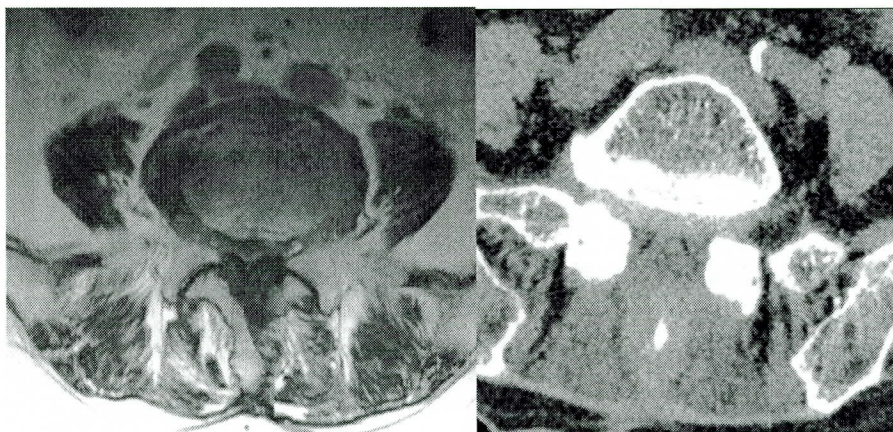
Preoperative CT image(Left) and postoperative MRI image(Right) of bilateral laminotomy patient.
